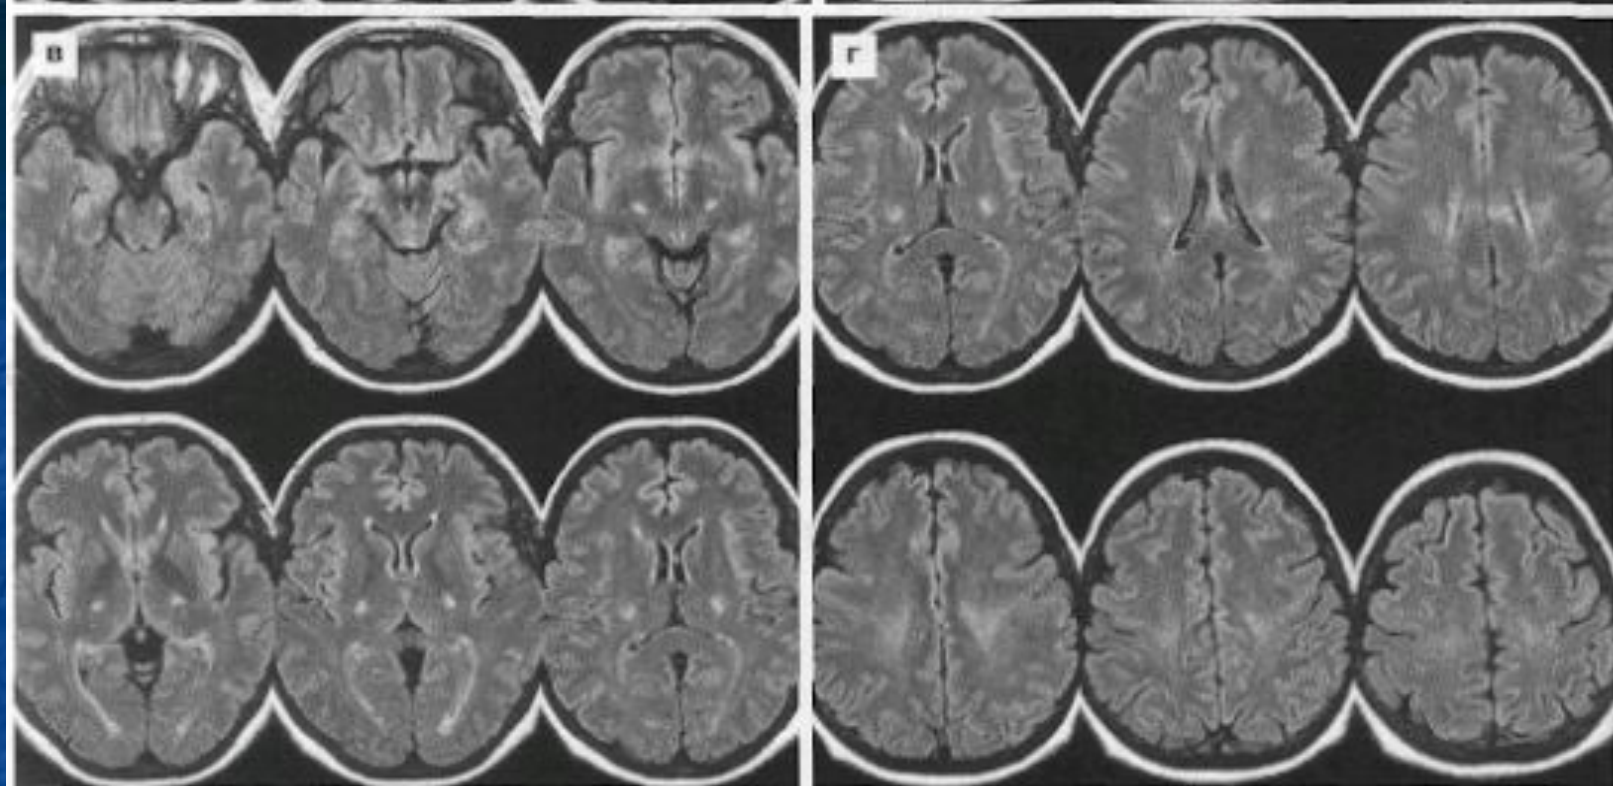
Боковой амиотрофический склероз. Серии аксиальных МР-томограмм в режимах T2 (а, б) и FLAIR (в, г) выявляют двустороннее симметричное повышение МР-сигнала от кортико-спинальных трактов на уровне средней мозг — семиовальные центры. Изменения выявляются лучше в режиме FLAIR, более четко в коронарной проекции в этом режиме (д).
